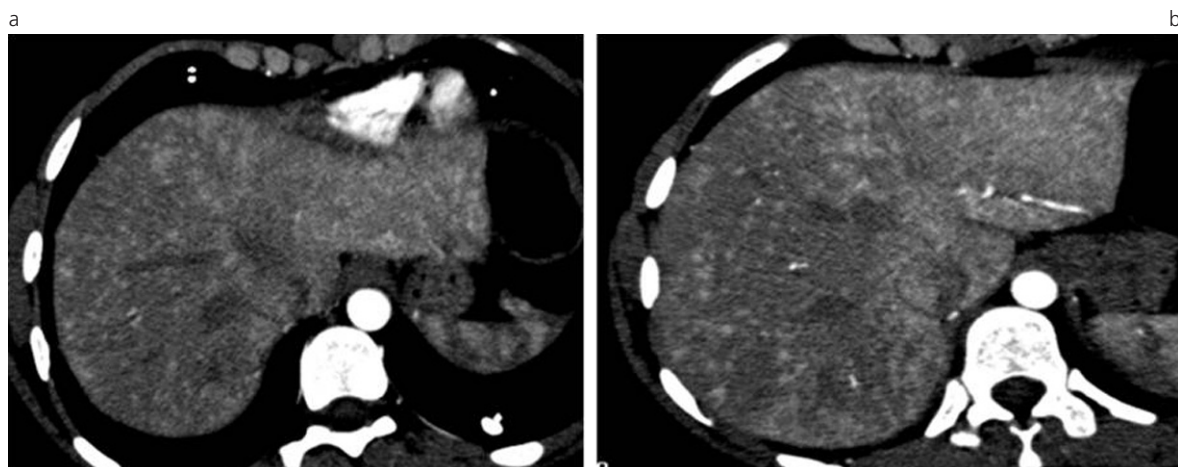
Telangiectasias hepáticas en una paciente mujer de 24 años de edad con diagnóstico de THH. Angio-TC de abdomen que muestra parénquima hepático marcadamente heterogéneo en la fase arterial, a expensas de múltiples imágenes redondeadas de realce por contraste EV, compatibles con telangiectasias difusas.
